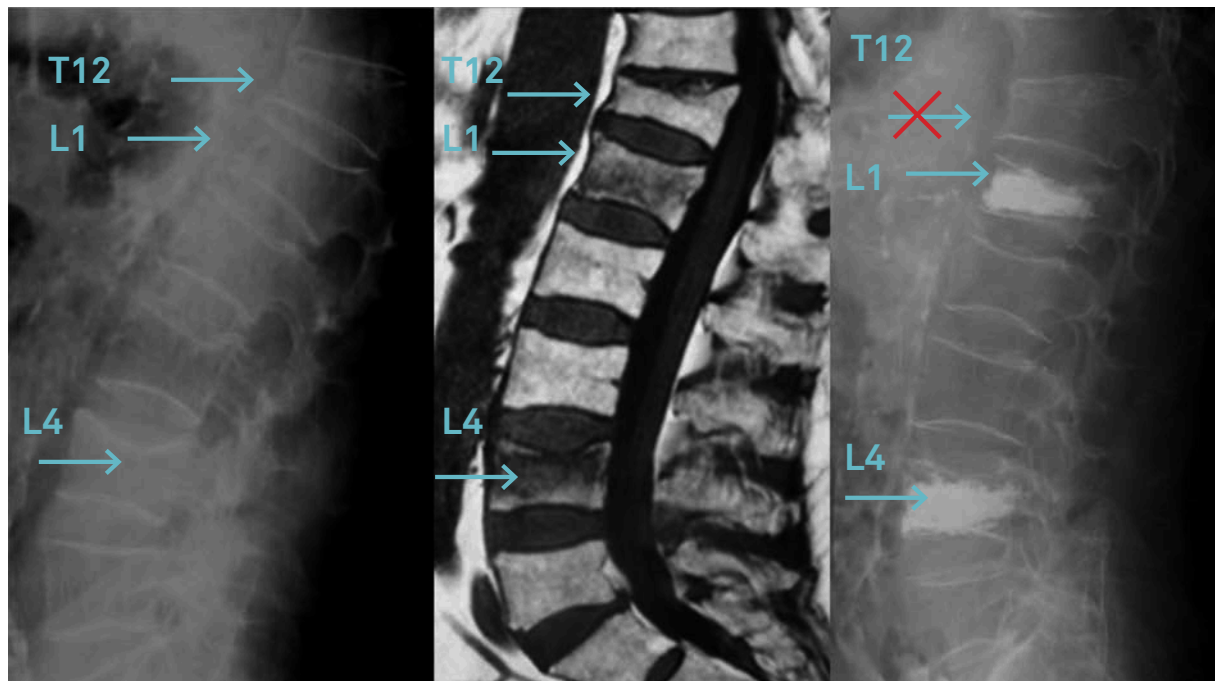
Radiografía simple de columna lateral que muestra colapsos vertebrales de T12 , L1 y L4 (A). RM sagital potenciada en T1: edema en T2 y L4 (B). Radiografía posVP de L2 y L4. No se trató T12 por no presentar edema (C).
